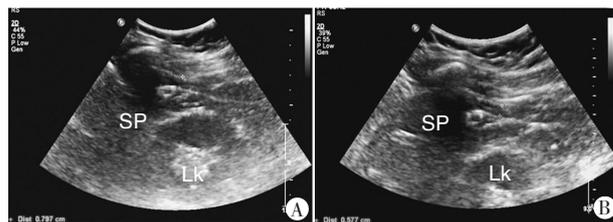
左肋缘下二维超声测量吸气末与呼气末膈肌厚度
